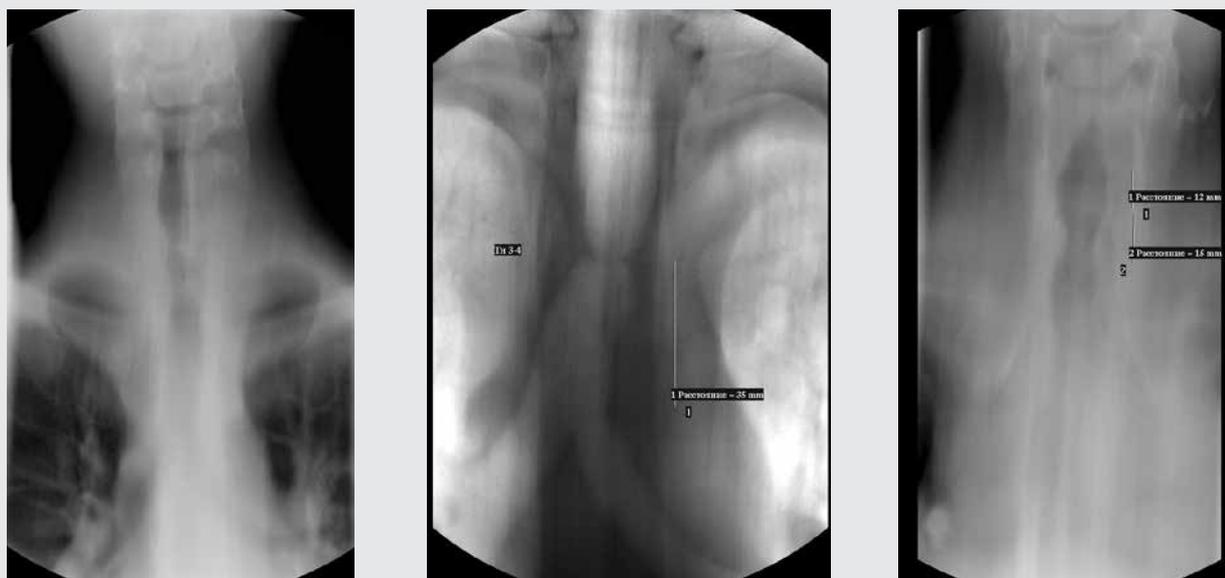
(а-с). Томограмма трахеи в сроки не менее 1 месяца после извлечения стента. Определяются рубцовые изменения в трахее. Просвет в зоне деформации достаточный для дыхания
